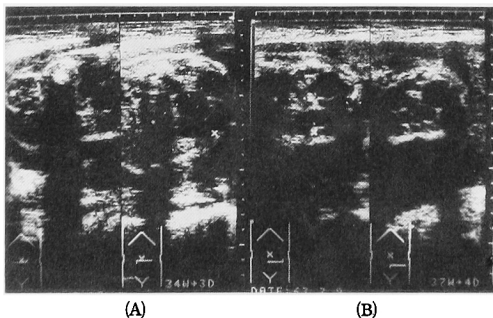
多嚢腎の妊娠34週 (A) と妊娠37週 (B) のほぼ同一部位の超音波像。腎部に一致して嚢胞性病変を認めるが、37週の大きさは  $5.4 \times 4.6$  cm で、34週の  $5.9 \times 5.1$  cm と比較すると縮小している。
